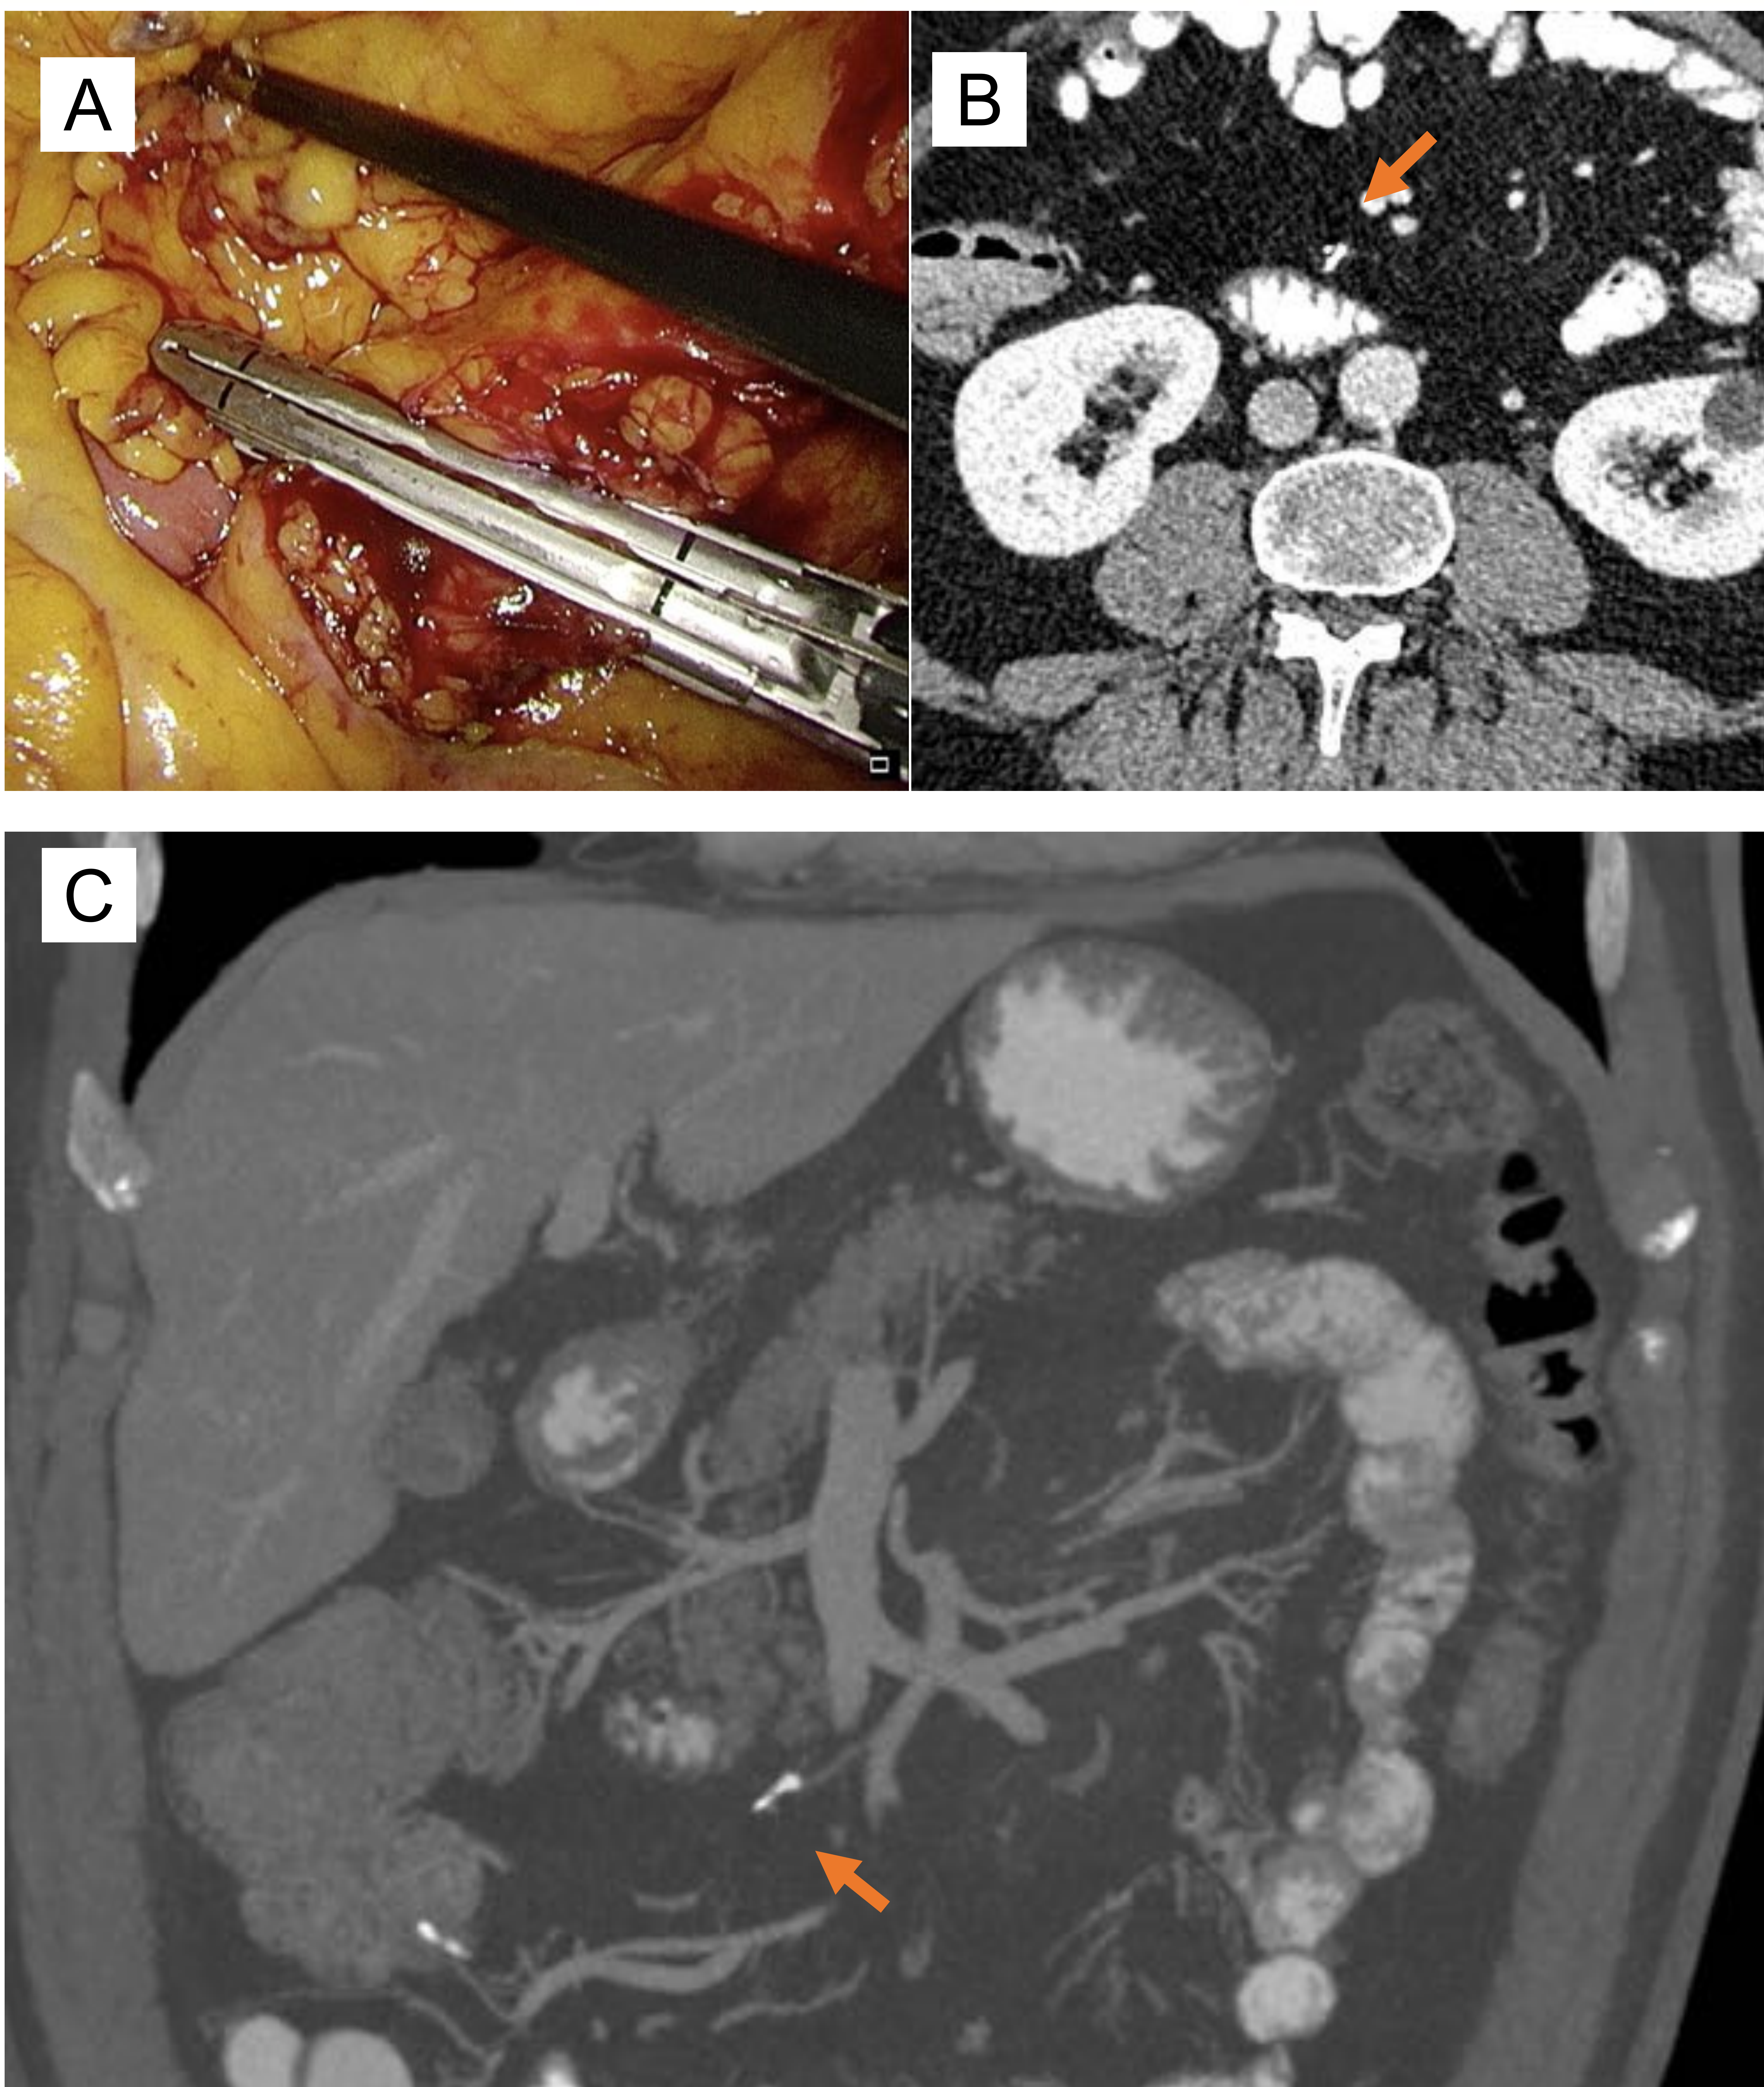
A: Sección de vasos mesentéricos mediante dispositivo Endo GIA en cirugía de colorectal laparoscópica B y C: TC postquirúrgico tras hemicolectomía derecha donde se visualiza la pequeña línea de grapas metálicas a nivel de la arteria cólica derecha tras sección de esta mediante dispositivo Endo GIA (flechas). Reconstrucciones axiales (B) y coronales tipo MIP (C).
